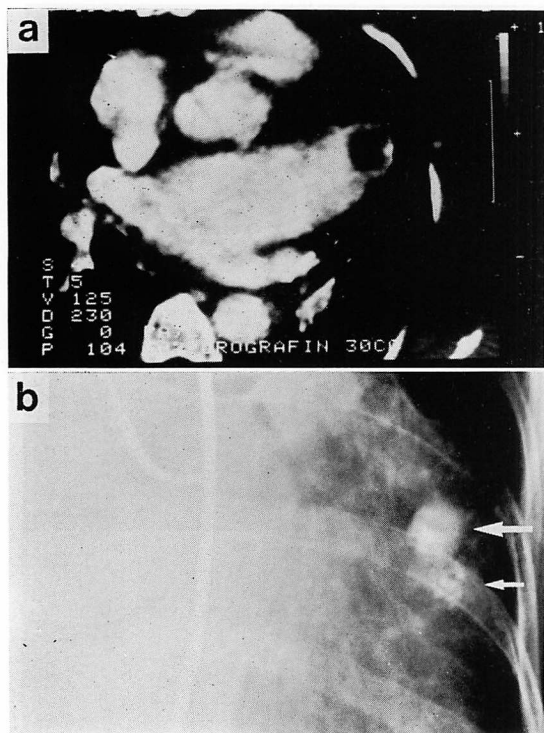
Computed tomogram and selective left coronary arteriogram from Case 3.
